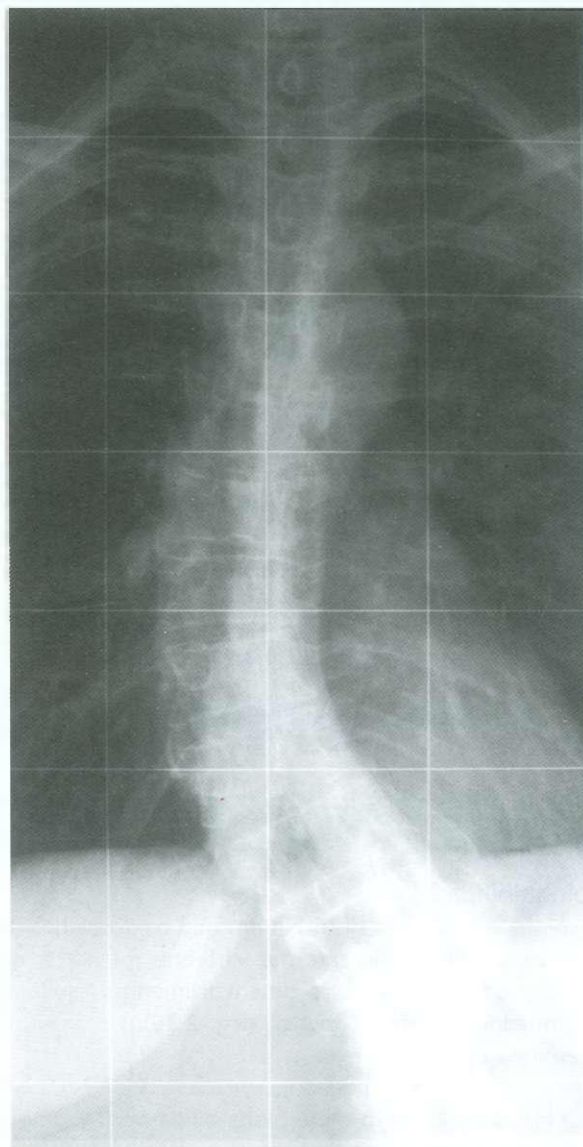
Radiografia de escoliose torácica.
